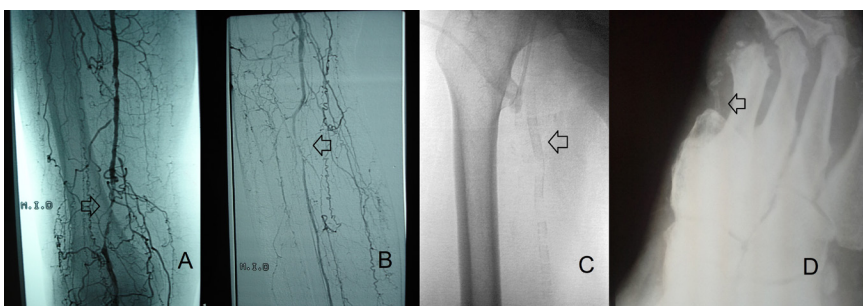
A e B) Arteriografia digital com contraste evidenciando imagens de obstruções arteriais compatíveis com aterosclerose (setas). C e D) Radioscopia e radiografia sem contraste com imagens compatíveis com esclerose calcificante da média de Monckeberg (setas).
